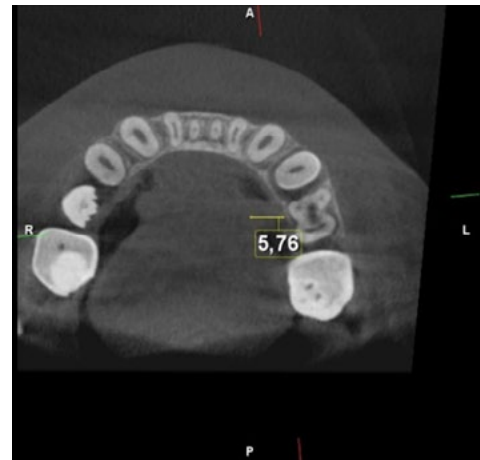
Tomografía corte axial
